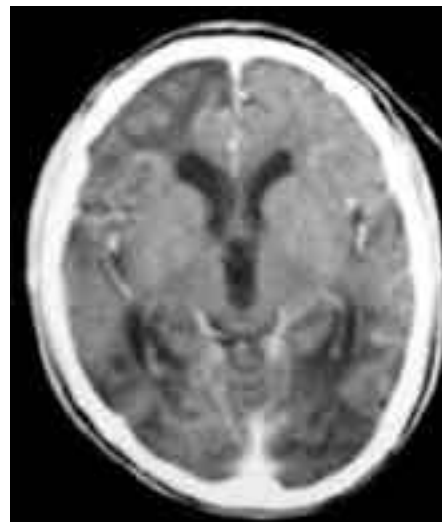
TAC simple de cráneo en fase subaguda que evidenció lesiones isquémicas "stroke-like" bi-hemisféricas de predominio posterior.
